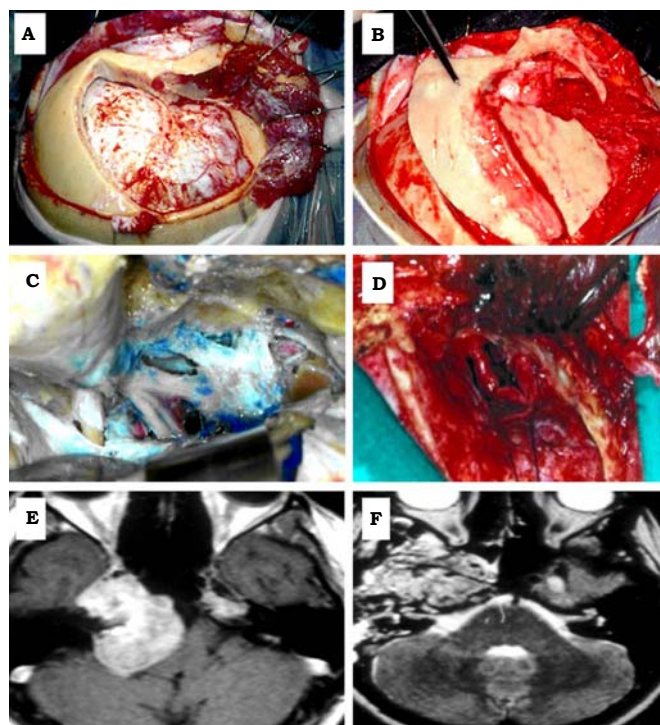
Abordaje orbitozigomático. A: Variante en dos piezas. B: Variante en una sola pieza. C y D: Variante fosa media ampliada, primer espécimen en el laboratorio, la segunda vista, intraoperatoria. E: IRM corte axial, secuencia T1, cordoma con extensión lateral a fosa media y seno cavernoso, fue removida por medio de este abordaje. F: Control postoperatorio.
